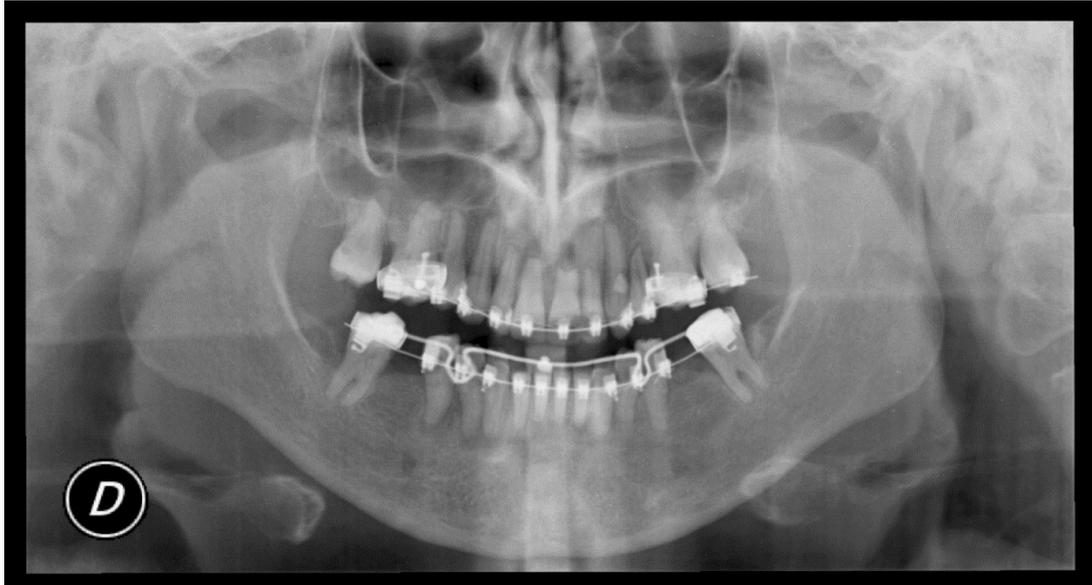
Radiografía Panorámica post tratamiento. Se observa pérdida ósea horizontal en 11 y 21 relacionado a los movimientos de intrusión realizados.
